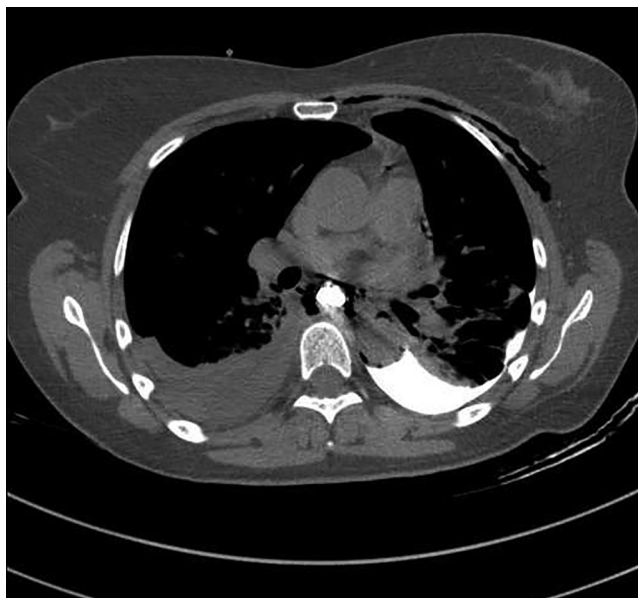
КТ-картина затека контраста из пищевода в левую плевральную полость.
